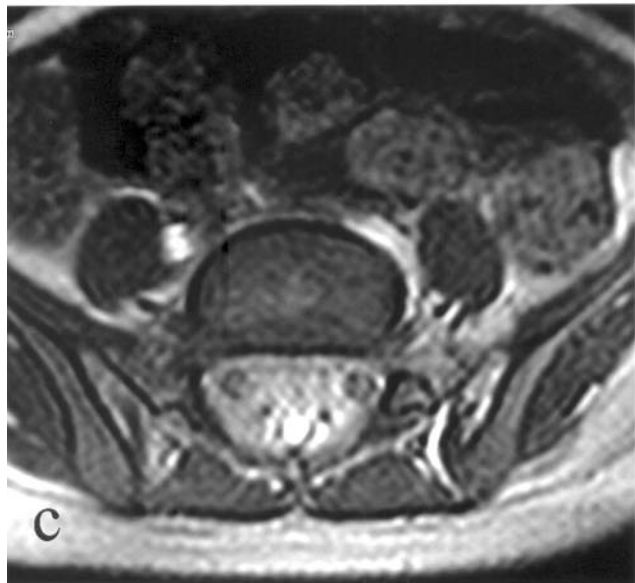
Imagen de resonancia magnética axial a nivel de L5 que demuestra el involucro circunferencial por tejido patológico que rodea el saco dural y las raíces segmentarias.
